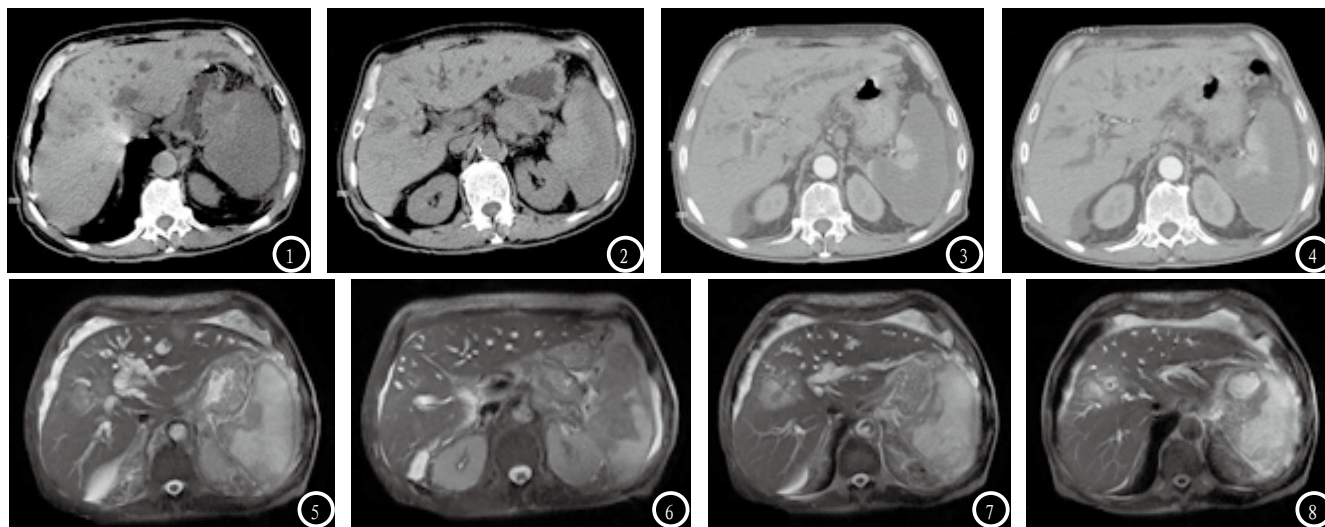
肝内胆管癌增强CT检查。该患者为男性，43岁，影像显示肝实质多发大小不等低密度影，肝右叶病灶最大直径约4.5厘米，动脉期及门静脉期周围轻中度环形强化，门静脉前后径约1.6厘米，其内未见充盈缺损影；胰腺体尾部多房型病变，其周围轻度强化，中间低密度区未见强化，相邻脾脏动脉及静脉间隙模糊；脾脏内大片低密度区及类圆囊性灶未见强化。腹腔见少量积水。胆囊体积明显缩小，密度增高。图5-8 肝内胆管癌增强MRI检查。该患者为男性，MRCP影像显示，肝内胆管扩张迂曲，于肝门部突然中断，肝外胆管未见显影，胰管未见扩张，胆囊未见准确显影；肝内见多发斑片状长T2信号灶；脾脏内见类圆形及脾外周内可见大片状长T2信号。腹主动脉前左方见结节异常信号影。胰管显影未见扩张。
